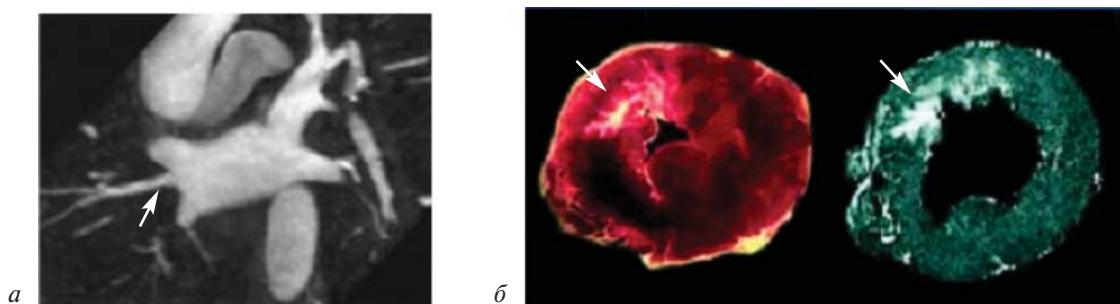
Примеры аритмогенной анатомии, отображенной с помощью МРТ:
